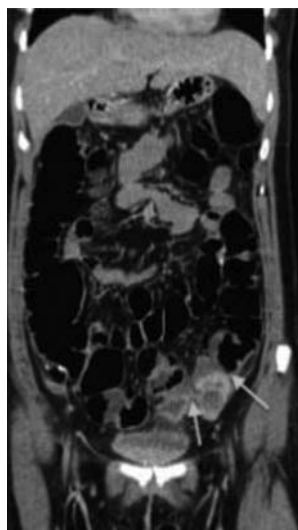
КТ-ангиография брюшной полости
